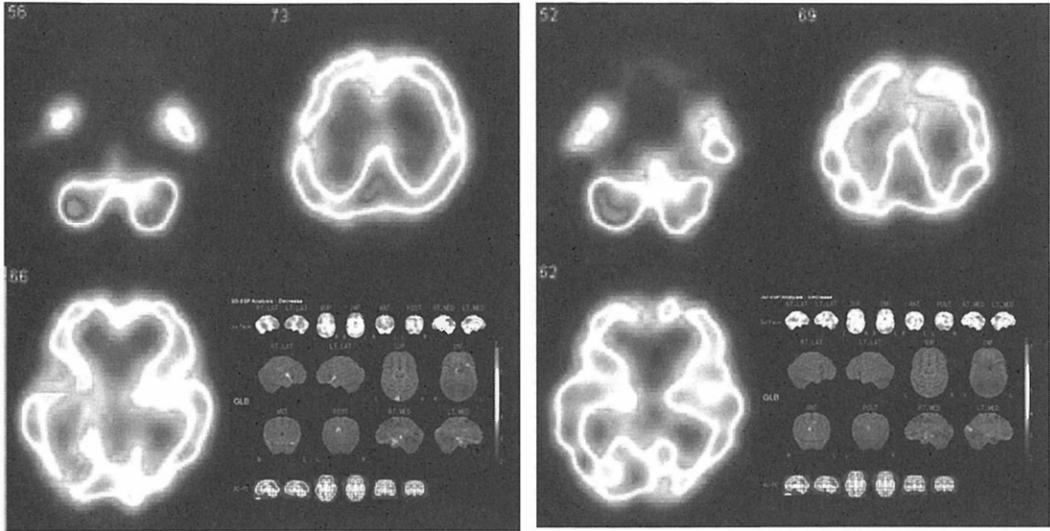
脳血流 SPECT (左：X年9月(外来), 右：X+1年7月)
